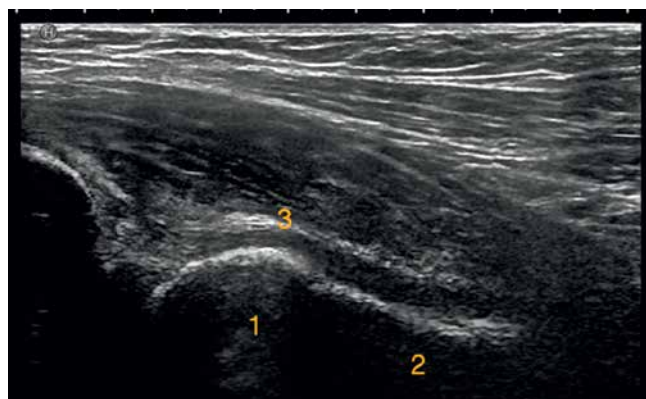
Normal anatomical structures of the anterior aspect of the hip. Ultrasound image with the transducer in a sagittal oblique plane: the femoral head (1), the femoral neck (2), the anterior capsule (3)
